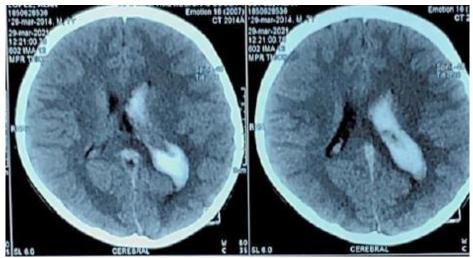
Imagen TAC de cráneo a 2 mm. Imagen hipertensa que se abre paso al sistema ventricular y ventrículos laterales izquierdos
